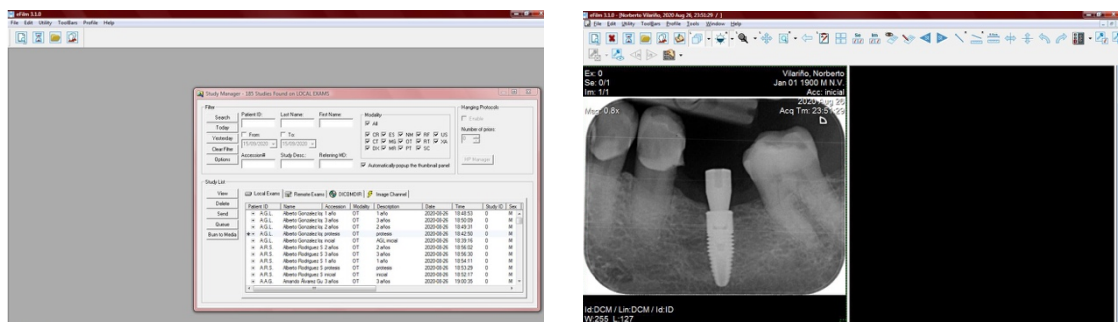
Registro de las radiografías en formato Dicom mediante el software E-Film Workstation 3.1®.
